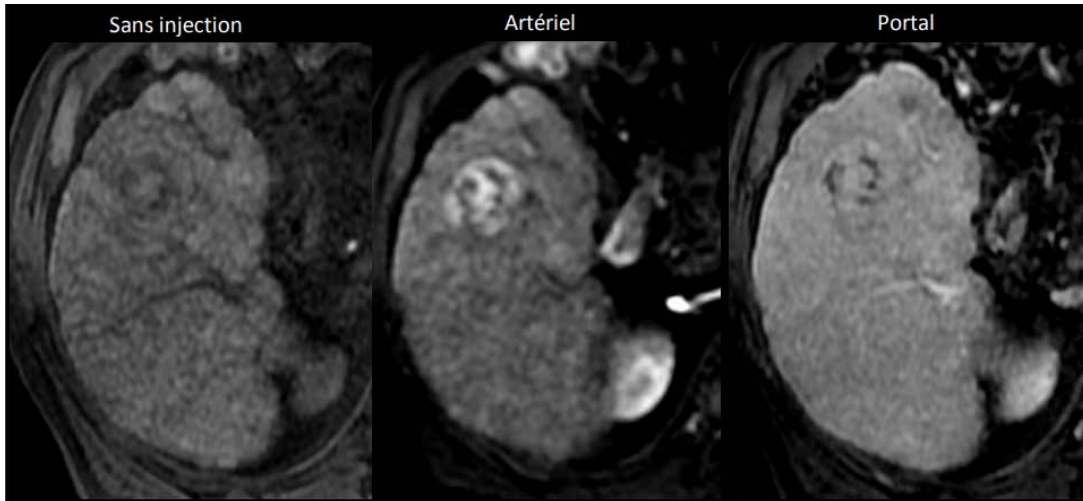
IRM Gado : aspect multi-compartimenté, hétérogène, au sein d'un nodule = architecture en mosaïque
